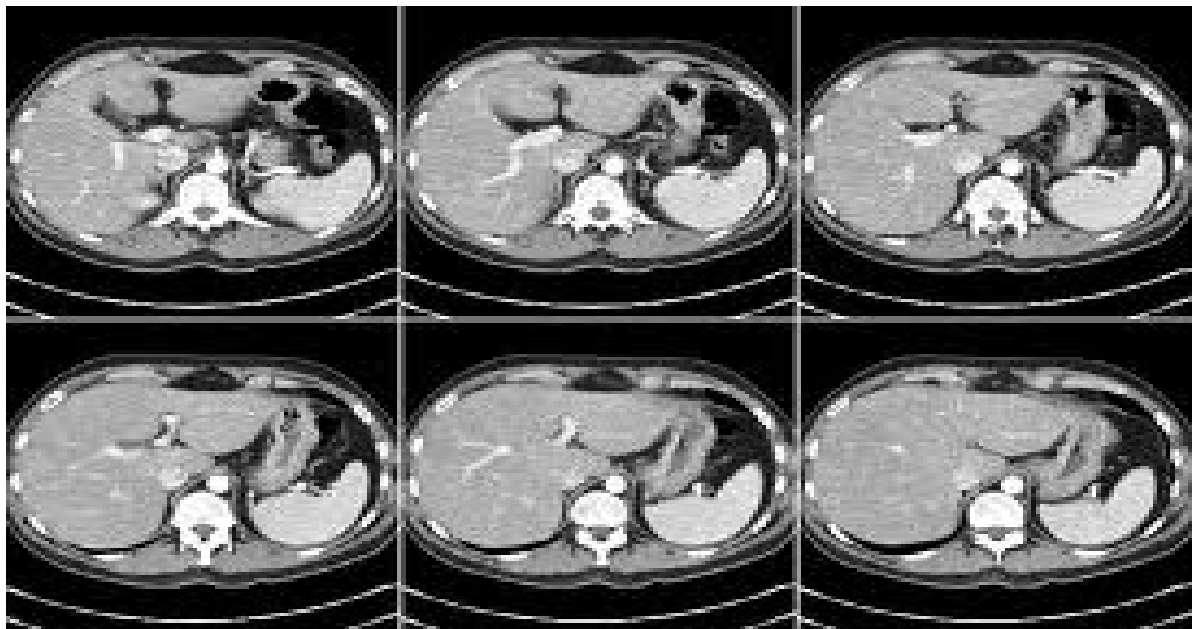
TDM abdominale dans le cadre du bilan du futur transplanté
